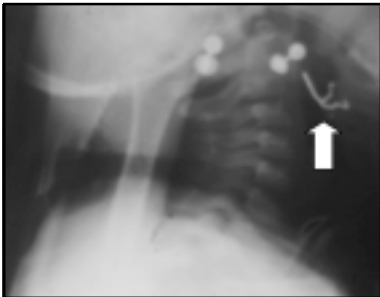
Caso clínico 1. CE laríngeo. Radiografía cervical lateral.
